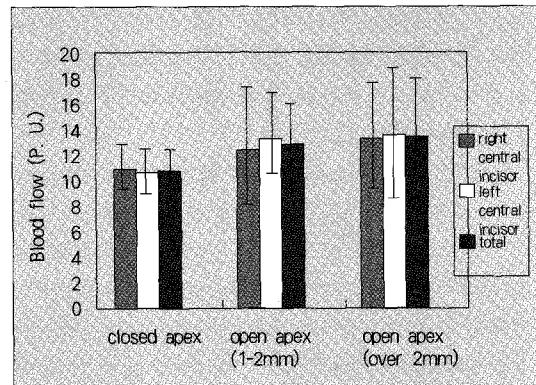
The values to Laser Doppler Flowmeter on maxillary right and left central incisors(mean \pm S.D.)
